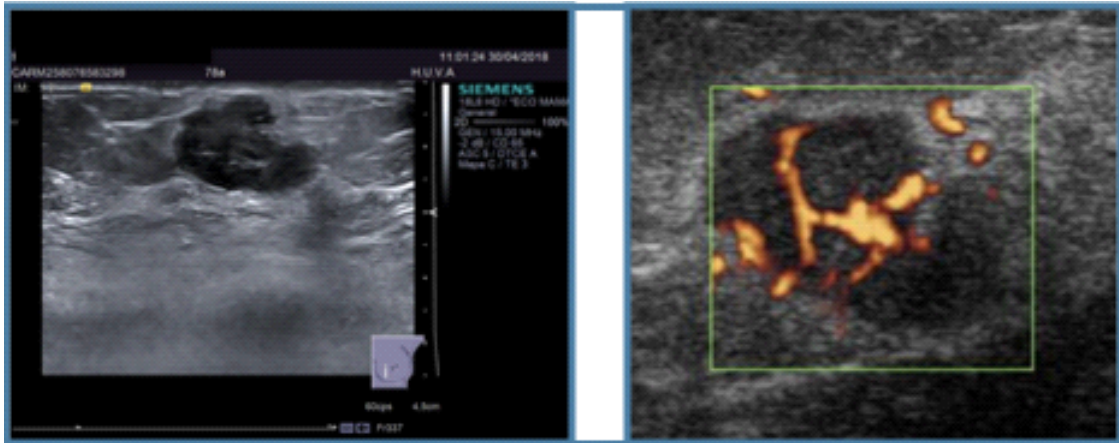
ecografía de nódulo de mama con Doppler (carcinoma infiltrante). Cortesía de Dr^a Guzmán F. A - Radióloga del HCUVA.
